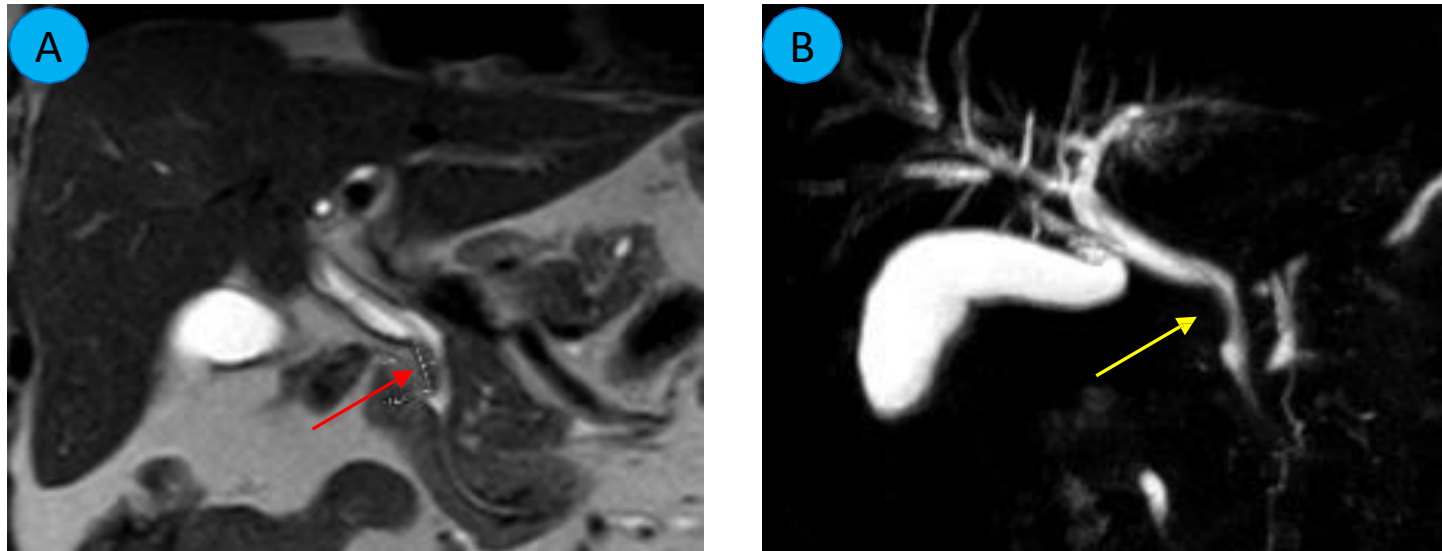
A. RM T2: lesión polipoide en el colédoco medio (flecha roja), B. RMCP: estrechamiento focal del colédoco intrapancreático (flecha amarilla) correspondiente a un engrosamiento mural polipoide.
